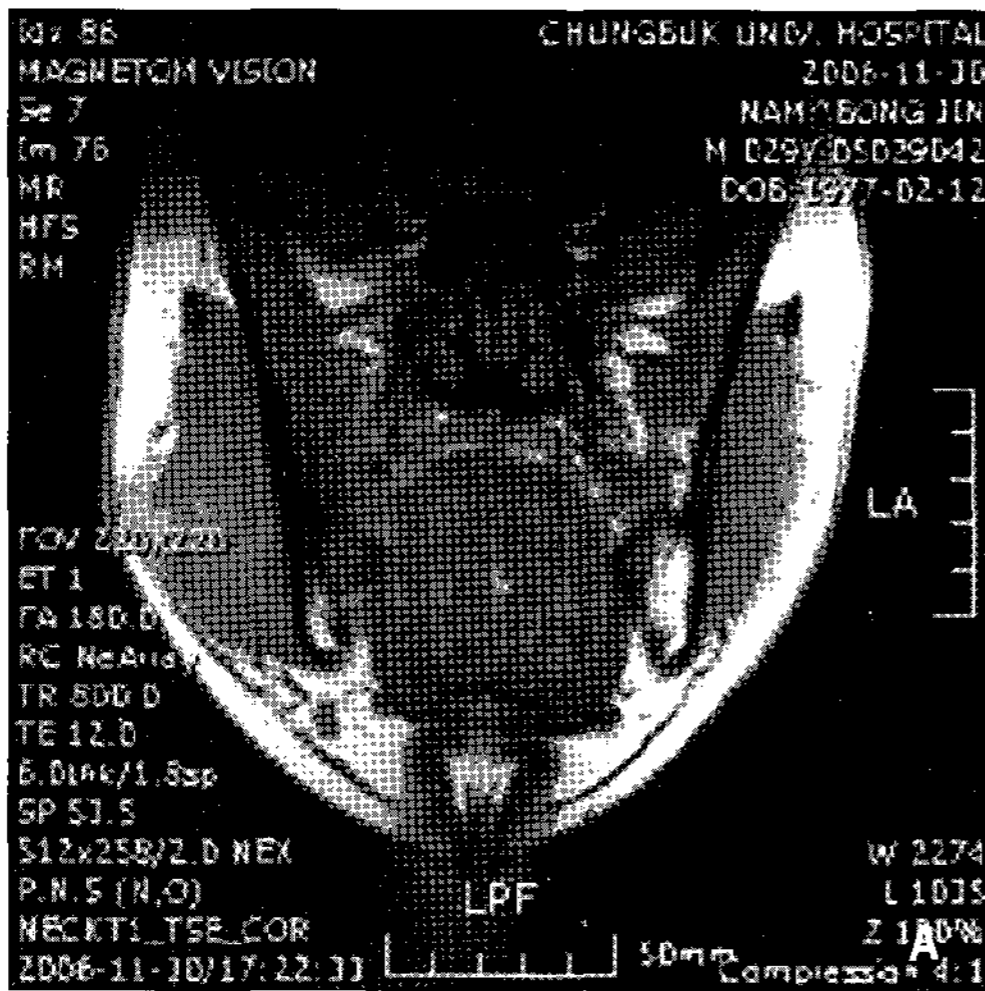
A. Pre-operative MRI results, showing a right buccal mass that has spread from the skin to the masseter muscle. B. Post-operative MRI (6months later); The right masseter muscle is on the decrease compared with the preoperative status.
